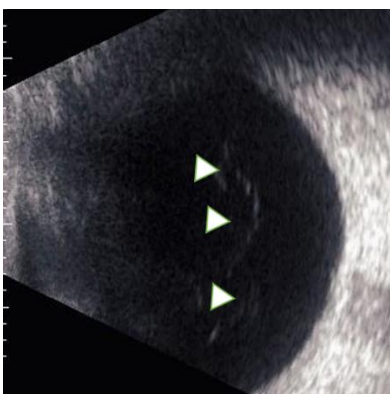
Bモードエコーによる PVD の観察
